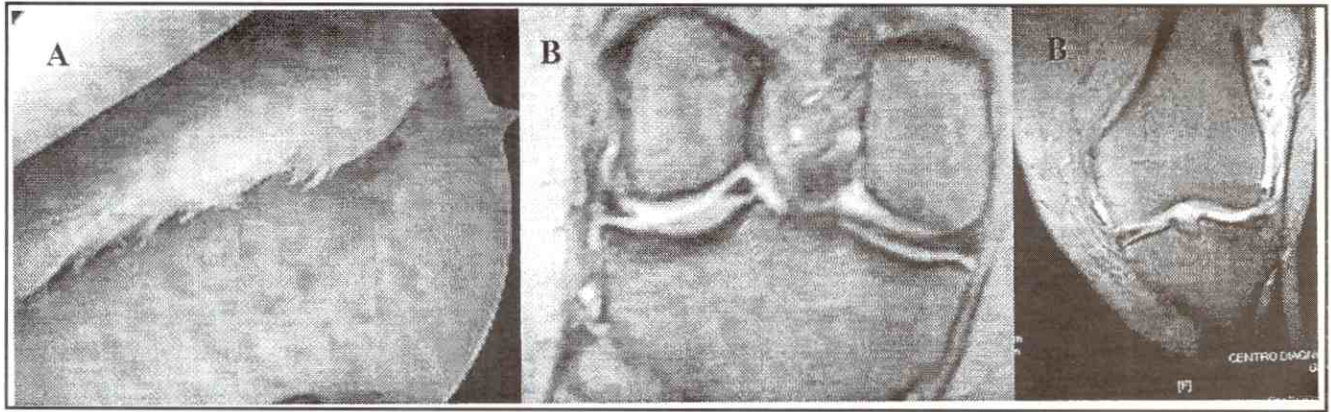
Evidencia por artroscopia de lesión meniscal. B. RMN de rodilla con lesión meniscal.
